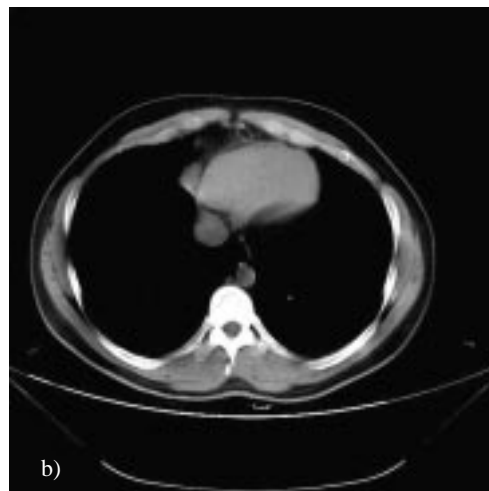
TAC de tórax a) sin contraste b) corte más caudal.
